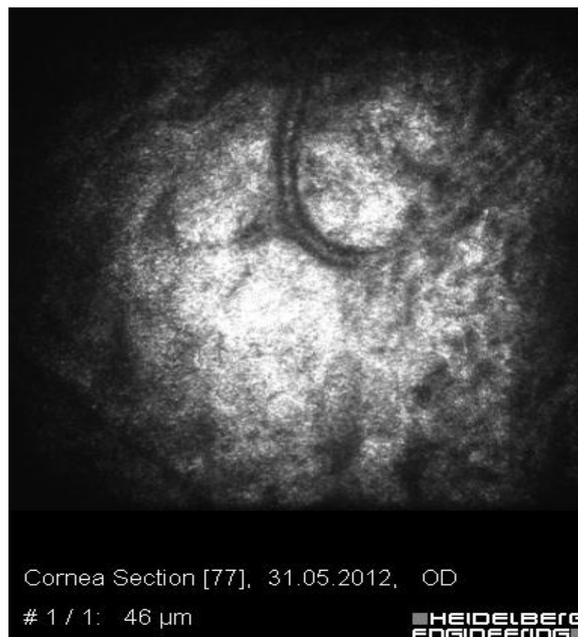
Пациент Ж., 32 г., конфокальная томография нефункционирующей ФП. Новообразованные сосуды, плотная субэпителиальная ткань, отсутствие кист
